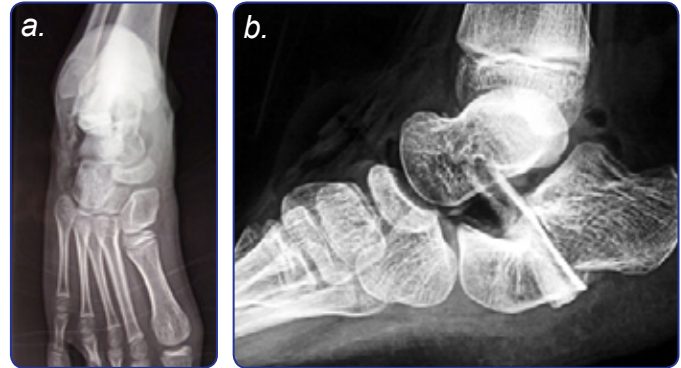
Radiografía posoperatoria inmediata. a) Proyección AP: se aprecia la reducción concéntrica de la articulación astrágalo-escafoidea, así como el alargamiento de la columna externa del pie por la osteotomía de Evans 2. b) Proyección lateral: se observa la reducción concéntrica de la articulación astrágalo-escafoidea, con subluxación inferior del escafoides (hipercorrección). Se aprecia el injerto bicortical introducido dentro de la osteotomía del calcáneo y su vértice superior apoyado por debajo del cuello del astrágalo en el orificio de la transferencia tendinosa.
